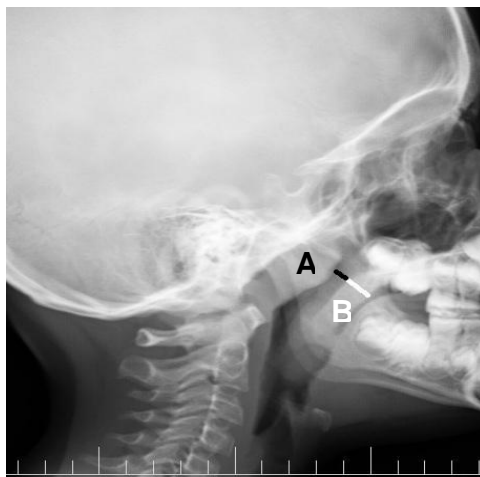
Radiographie de profil du cavum. Index de Cohen et Konak = A/B (343).
